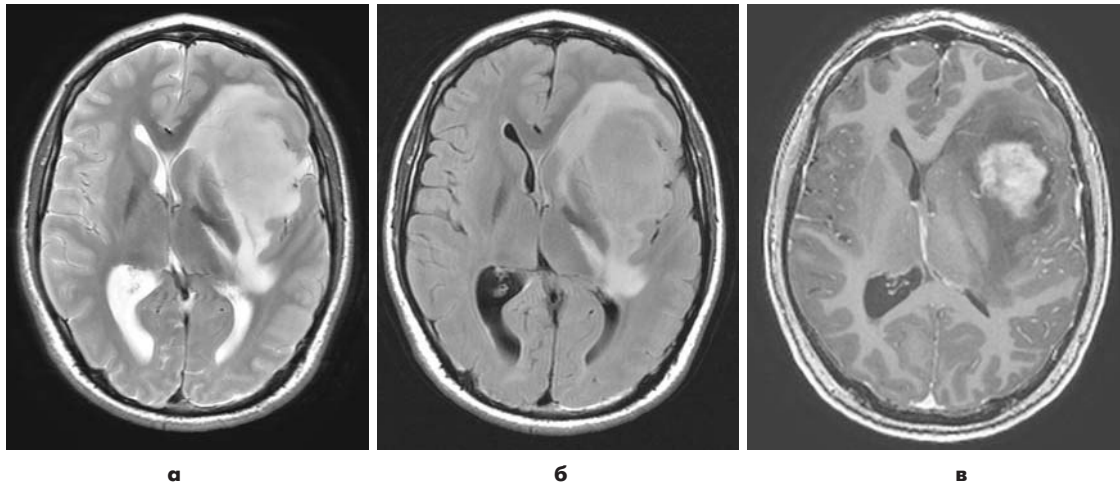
Инфильтративно-растущая глиома с выраженным перифокальным отеком. На аксиальных МРТ изображениях в режимах T2 (а), T2-FLAIR (б) определяется обширная зона патологического повышения МР-сигнала в левой лобно-височной области. В режиме T2-FLAIR (б) вокруг инфильтративной части внутримозговой опухоли визуализируется область гиперинтенсивного сигнала, соответствующая зоне перифокального отека (отек-инфильтрация). В режиме T1 после внутривенного контрастного усиления (в) выявляется участок патологического накопления контрастного препарата.
